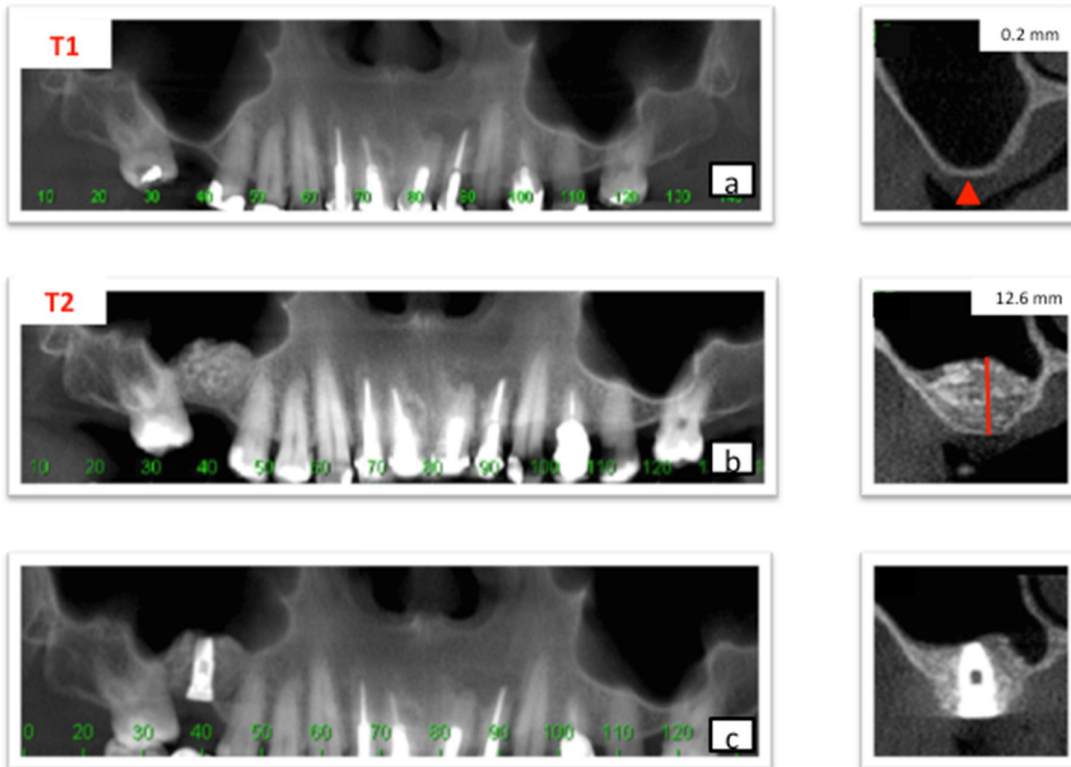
Vista da imagem exibida através do software Somaris Sienet Magic View[®]. a) mensuração da altura inicial da crista alveolar da região posterior maxilar; b) mensuração da altura após oito meses do aumento do assoalho do seio maxilar com preenchimento de osso bovino inorgânico; c) tomografia de controle após a inserção do implante osseointegrável em área reconstruída.
